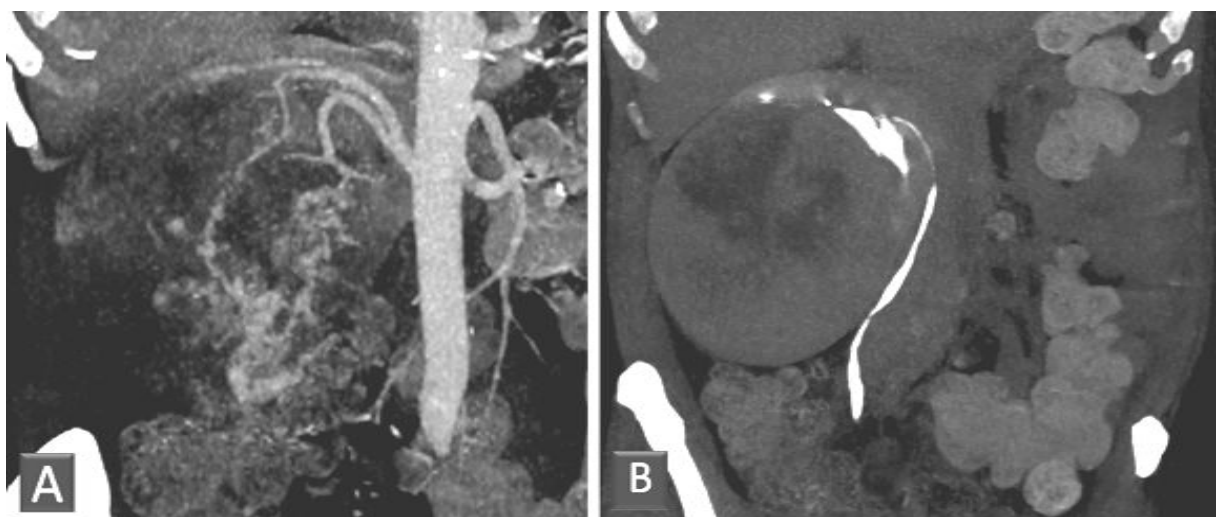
Reconstructions MPR en TDM montrant au temps artériel sur un plan coronal en MIP (A) le caractère hypervasculaire de la tumeur rénale droite et au temps tardif (B) l'aspect refoulé de l'uretère et qui reste perméable.
